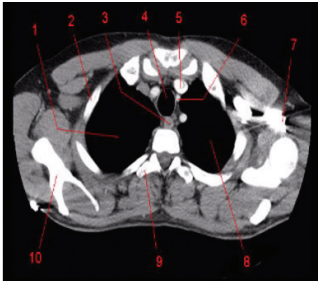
• TC tórax, reconstrução axial.
